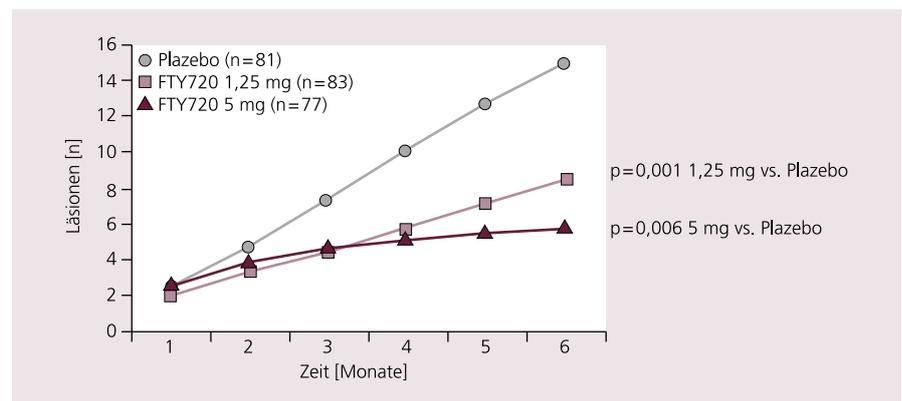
Vergleich FTY20 in 2 Dosierungen vs. Placebo bei multipler Sklerose anhand der durchschnittlichen kumulativen Anzahl entzündlicher Läsionen im Gehirn, bestimmt in der Magnetresonanztomographie mit einem Gadoliniumhaltigen Kontrastmittel
